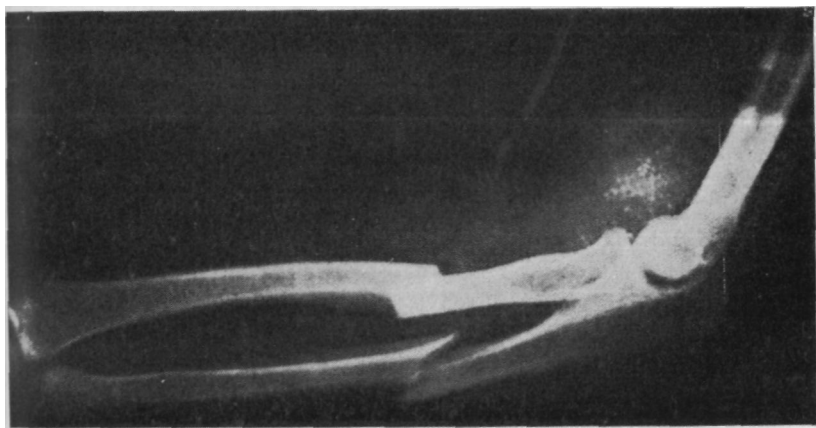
Рентгенограмма того же больного. Перелом лучевой и локтевой костей. (Опубликовано с разрешения редактора «Clinics in Plastic Surgery».)
